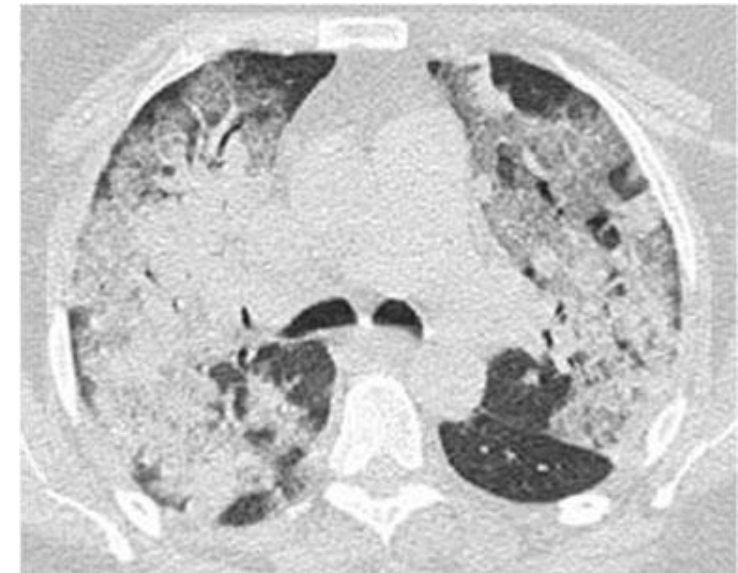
X-ray computed tomography of the thorax showing diffuse, patchy bilateral ground glass opacities and consolidation at ICU admission.
